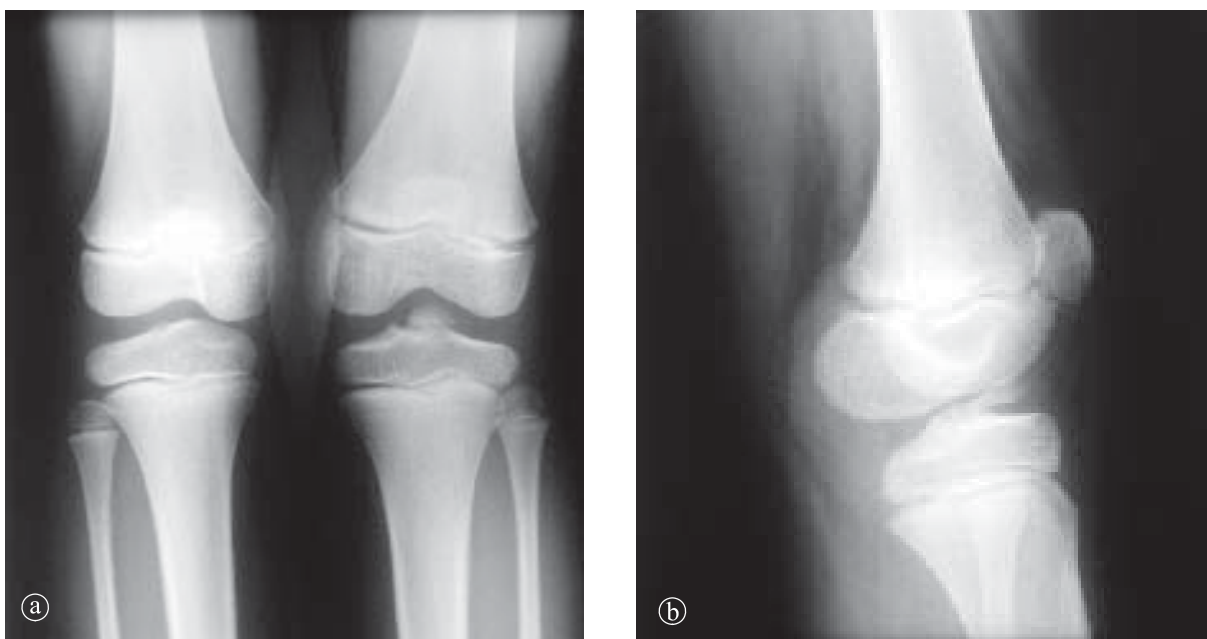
8. Osteocondrita disecantă. În stânga radiografie genunchi a) în incidență AP; b) LL. Fragmentul osos este situat în cavitatea articulară.
